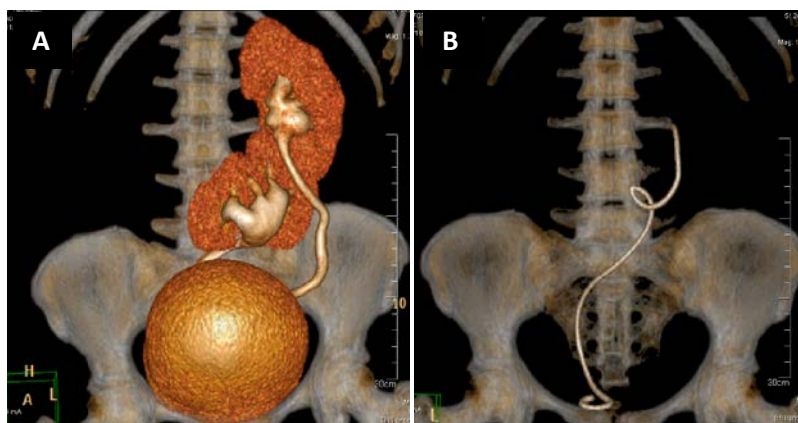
ERC derecha-izquierda con fusión (RE inferior). Hombre de 36 años con antecedente de litiasis ureteral izquierda resuelta por endourología y colocación de catéter doble J. (A) Reconstrucción volumétrica de TC en la que se observa la fusión del polo superior del RE con el polo inferior del riñón ortotópico. (B) Catéter doble J en el sistema colector izquierdo.
